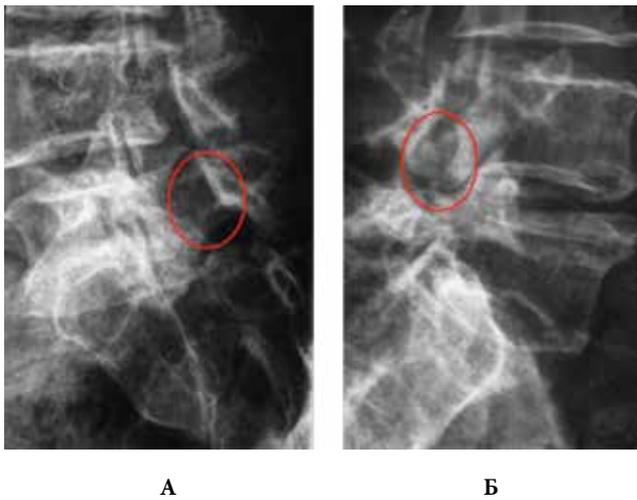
Рентгенограммы в проекции $\frac{3}{4}$: а – левая проекция, б – правая проекция; указано межпозвонковое отверстие
